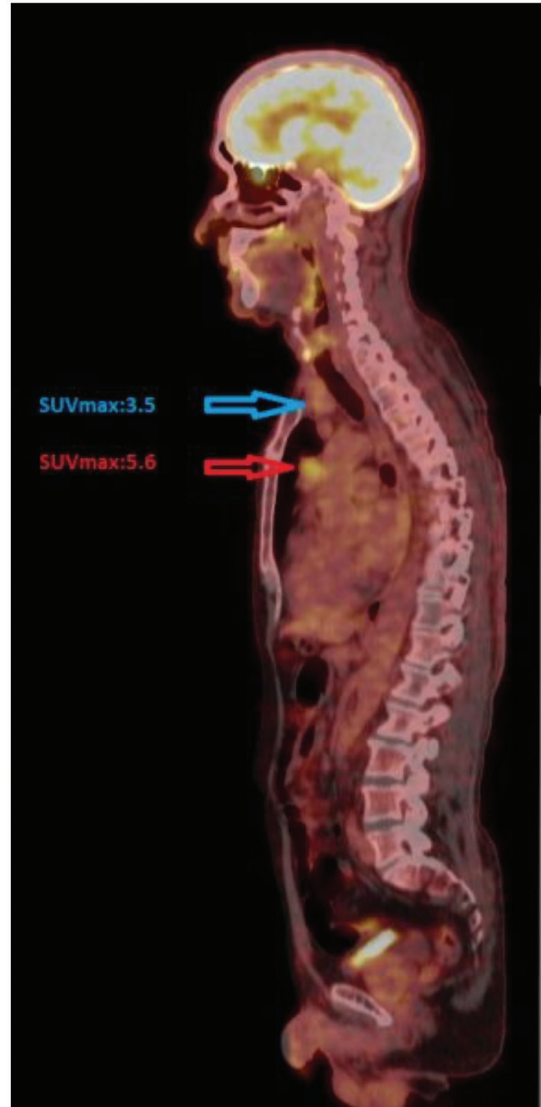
Prevasküler bölgede ektopik tiroid dokusunda FDG tutulumu
